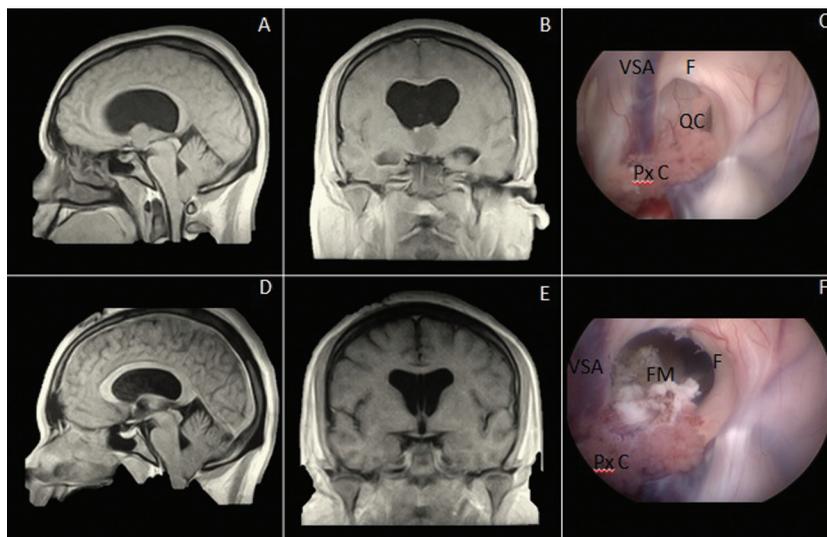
A, B: resonancia magnética, corte coronal y sagital, T1 con cte. preoperatoria; se observa lesión en tercer ventrículo compatible con quiste coloideo de 16 × 17 mm. C: imagen intraoperatoria; se observa la lesión ocupando el foramen de Monro (FM), adherida a la vena septal anterior (VSA) y al plexo coroideo (Px C). D, E: corte coronal y sagital de RM donde se observa correcta exéresis del quiste. F: imagen intraoperatoria; se observa adecuada extirpación con liberación de foramen de Monro. Se observa el fórnix (F) como límite anterior del FM.
